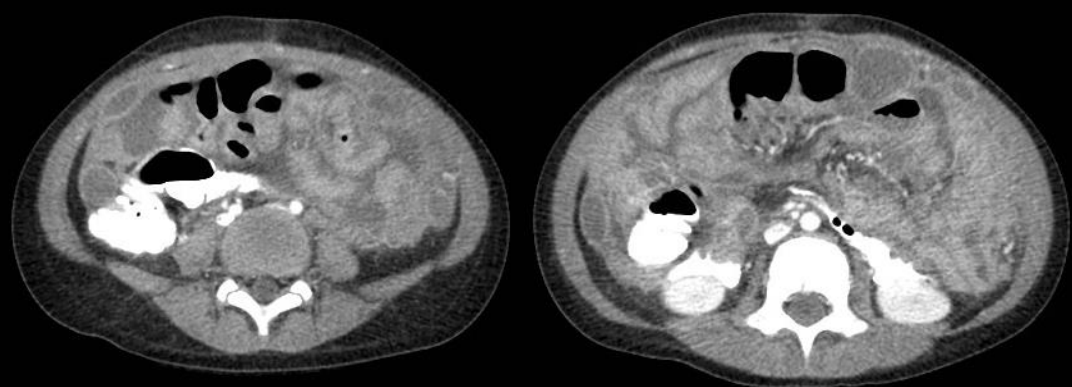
5 a. IDA. Fiebre prolongada. Tuberculosis peritoneal: TC de abdomen +C EV. Múltiples colecciones peritoneales, hipodensas con realce periférico.
